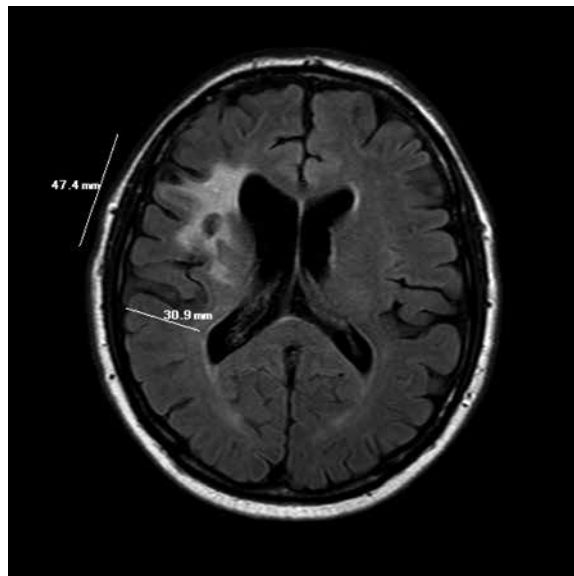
Пациент В., МРТ, T2-ВИ. Зона кистозно-глиозной трансформации в области переднего рога правого бокового желудочка – группа 2
